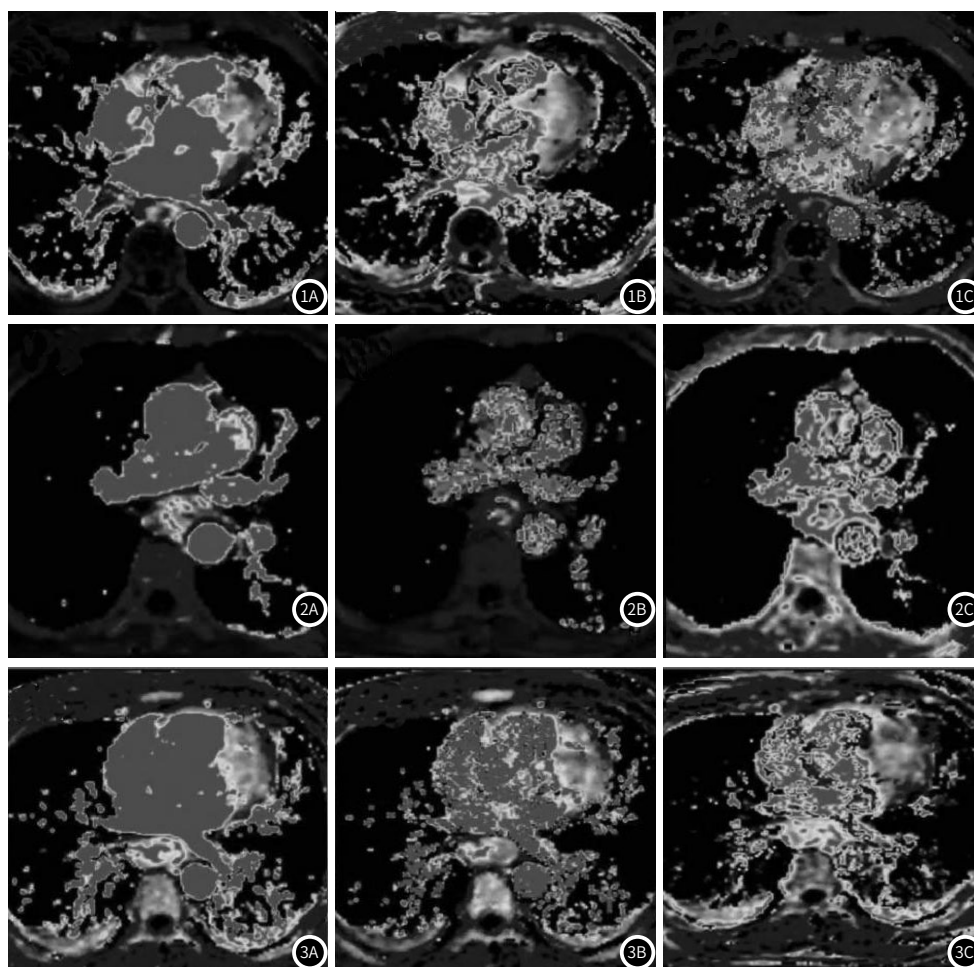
典型病例G1期T3期食管鳞癌患者DCE-MRI定量参数图。图2 典型病例G2期T4期食管鳞癌患者DCE-MRI定量参数图。图3 典型病例G3期T3期食管鳞癌患者DCE-MRI定量参数图。
